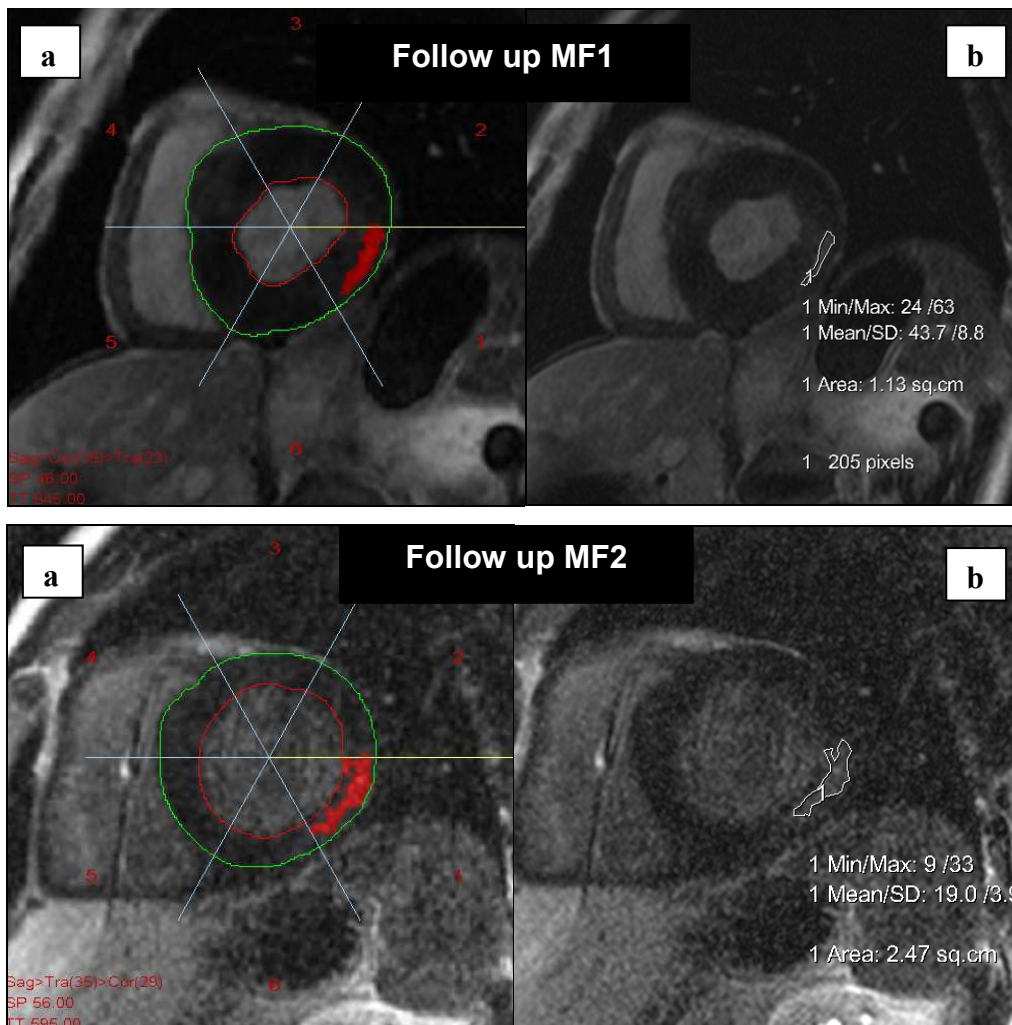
Kurzachsen- LE- MRT- Bilder der Patienten MF1 und MF2.
